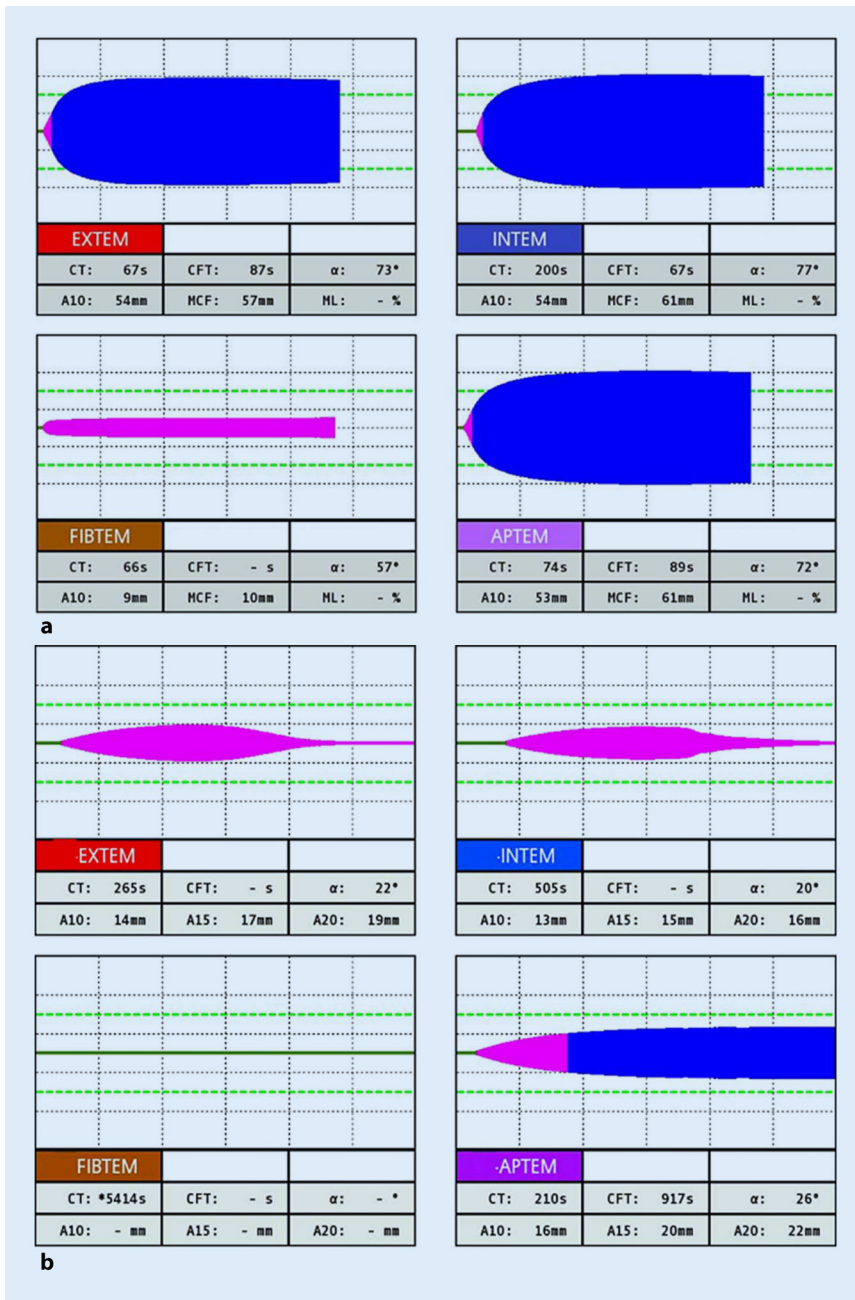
▲ Vergleich des normalen ROTEM® (Tem International GmbH, München, Deutschland; a) mit ROTEM® bei schwerem Polytrauma und komplexer Gerinnungsstörung (b). a Normale ROTEM® mit normalen „Gerinnungszeiten“ und normaler Gerinnselfestigkeit. b Deutlicher Faktorenmangel, nahezu fehlendes Fibrinogen und Hyperfibrinolyse sowie Thrombozytenmangel bzw. Thrombozytenfunktionsstörung. CFT „Clot formation time“; CT „clotting time“; MCF „maximum clot firmness“
